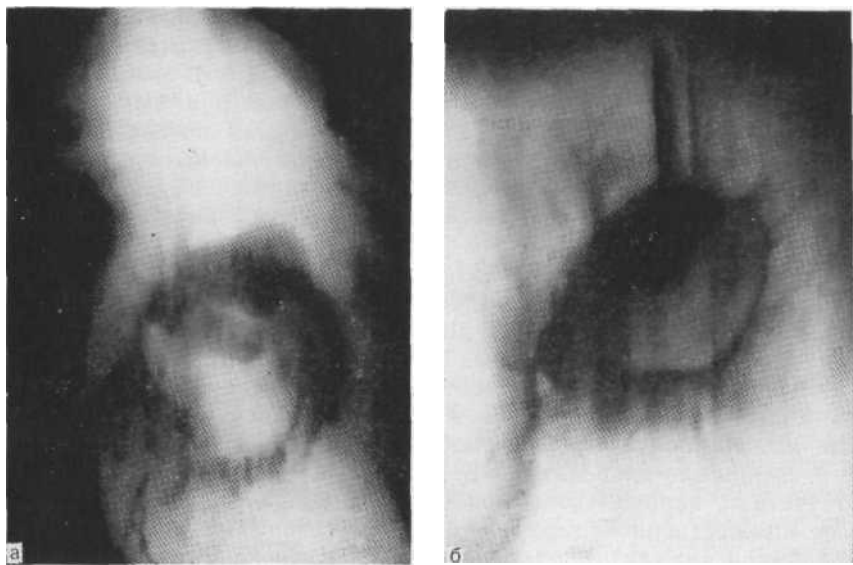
Томограммы в прямой (а) и боковой (б) проекциях. Периферический рак (диаметр опухолевых узлов 5,2 см) с центрально расположенной полостью распада. Наружные контуры тени бугристые, от них в окружающую тень отходят тяжи лимфангита, у нижнего полюса опухоли наружный контур нечеткий. Внутренние контуры подрытые, не совсем четкие. Операция.
